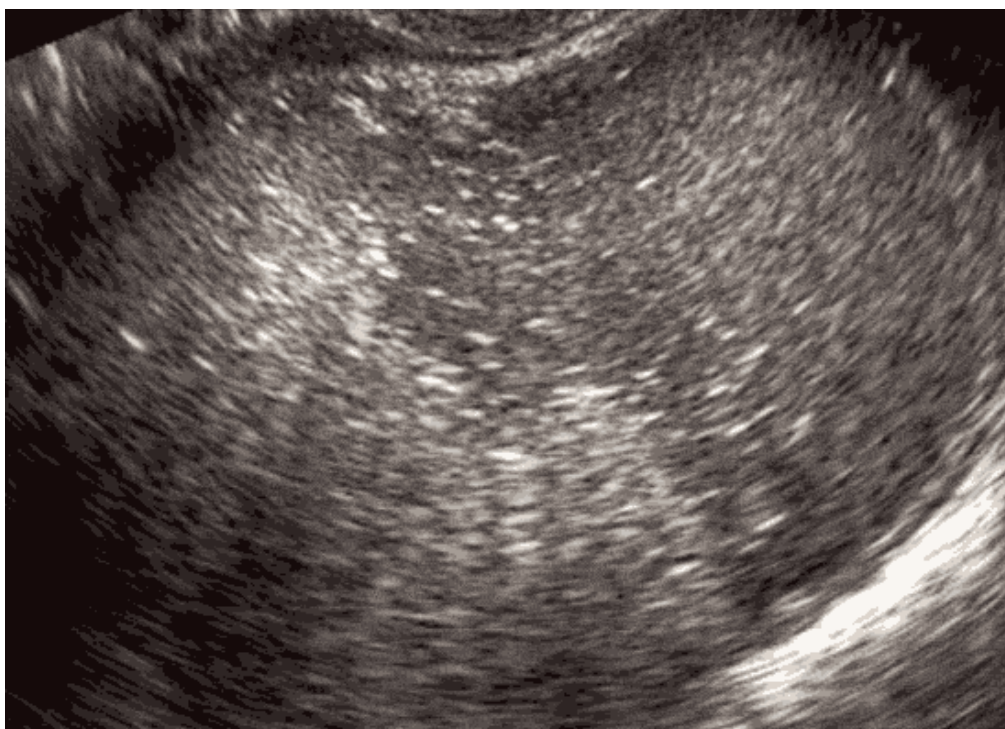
image échographique montrant un aspect d'un kyste dermoïde de l'ovaire
